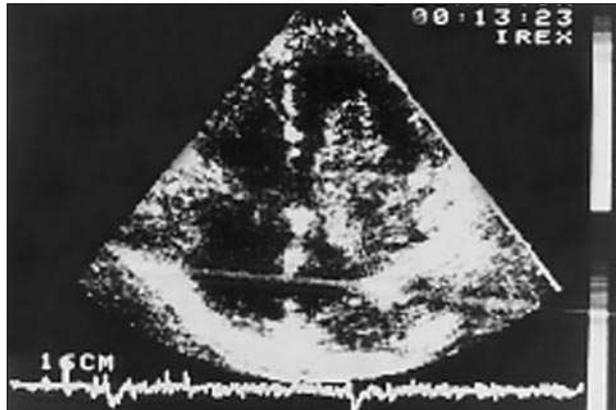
Ecocardiograma 2D en proyección 4 cámaras en un caso de mixoma de la aurícula izquierda. Se observa una masa intracavitaria pediculada que en diástole se introduce en el tracto de entrada del ventrículo izquierdo.
